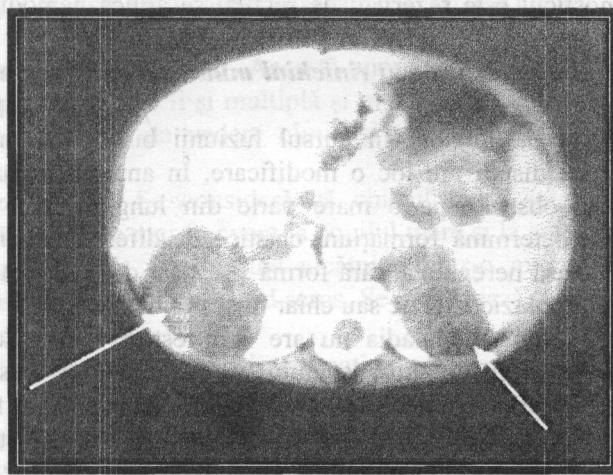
Computer tomografie: polichistoză renală (caz clinic).
